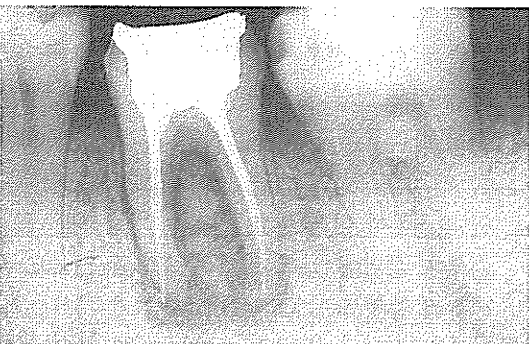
술후 3개월 경과후의 방사선 사진
